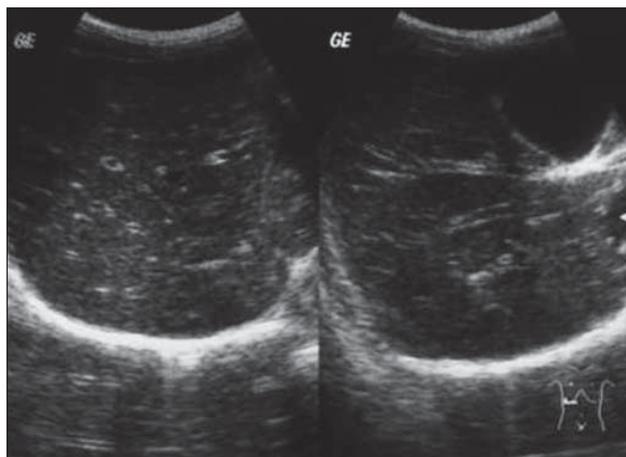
УЗИ печени — симптом «выделяющихся сосудов».
